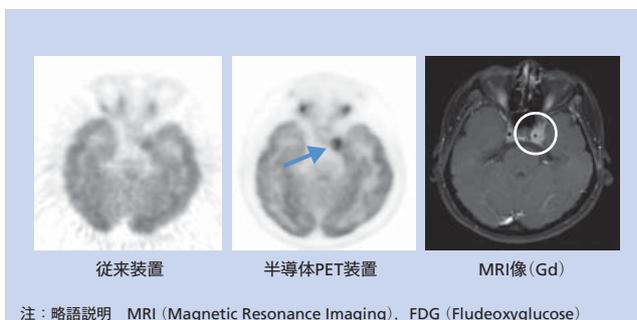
血管に沿って進展した腫瘍のFDG-PET画像と同じ位置のMRI画像
